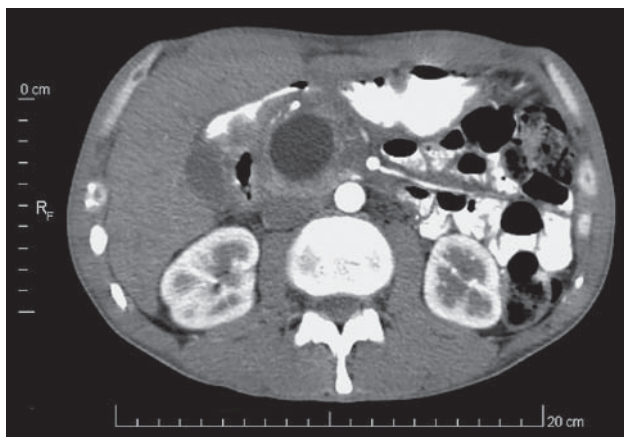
Компьютерная томограмма. Киста головки ПЖ.
